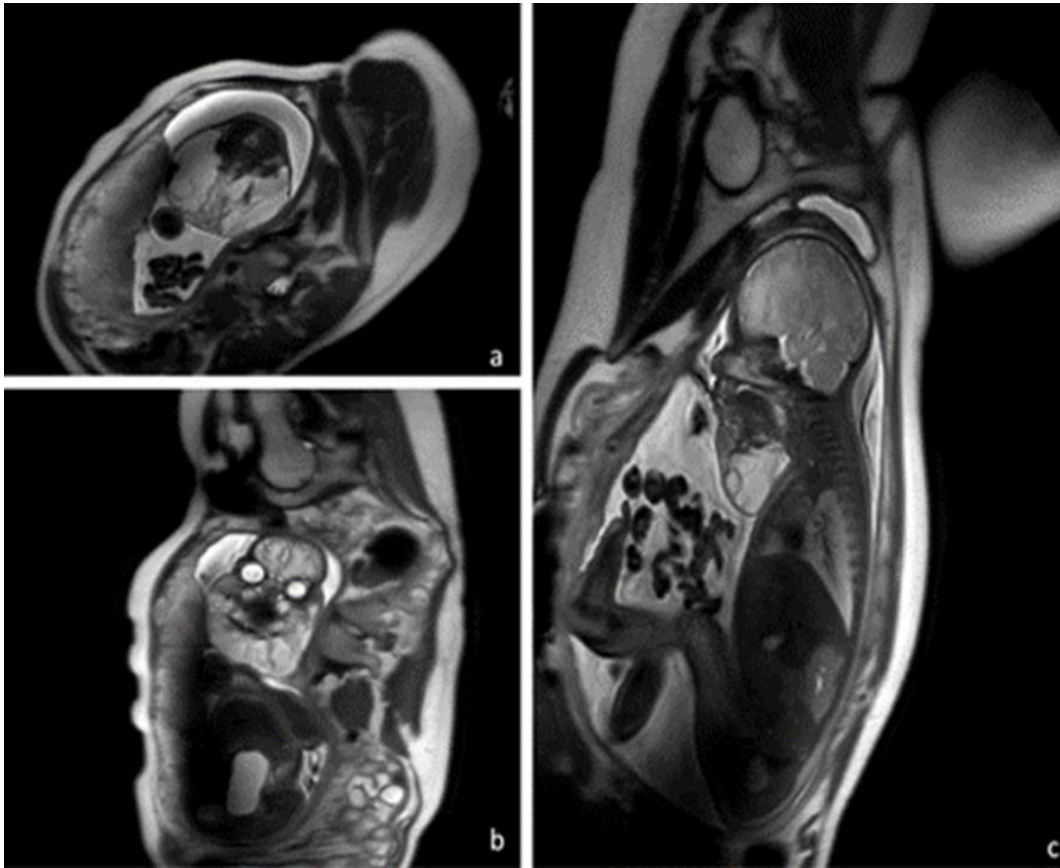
IRM séquence T2 à 35 + 1 SA. a : coupe axiale ; b : coupe coronale ; c : coupe sagittale. Volumineuse lésion cervico-faciale cloisonnée avec multiples logettes liquidiennes (hypersignal T2)[43].
